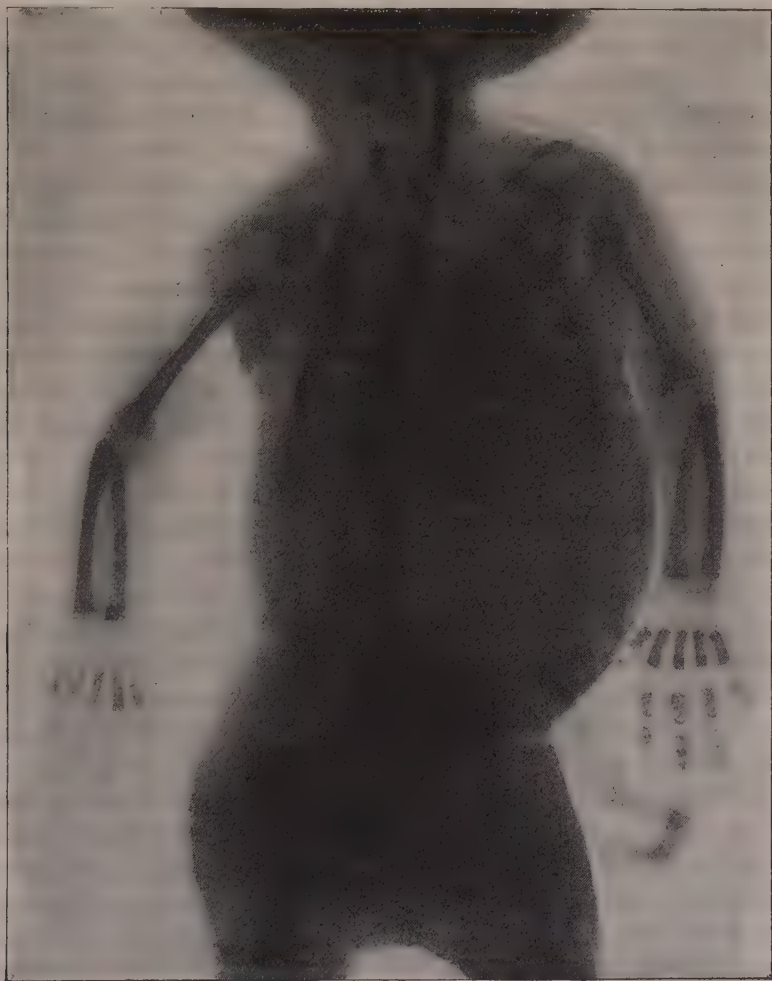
Radiografia di un bambino a termine poche ore dopo la nascita (si vede il tubo di O'Dwyer in posto nel laringe).
